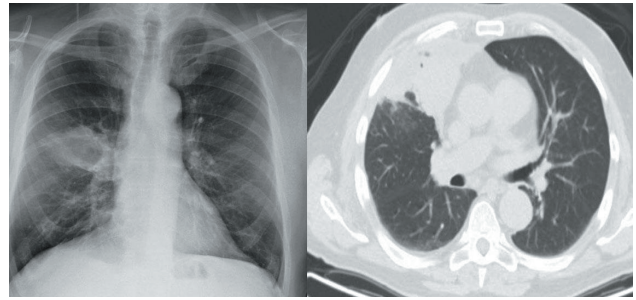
Radiografía de tórax y tac torácico con masa pulmonar en segmento anterior del LSD y parte del medio.
